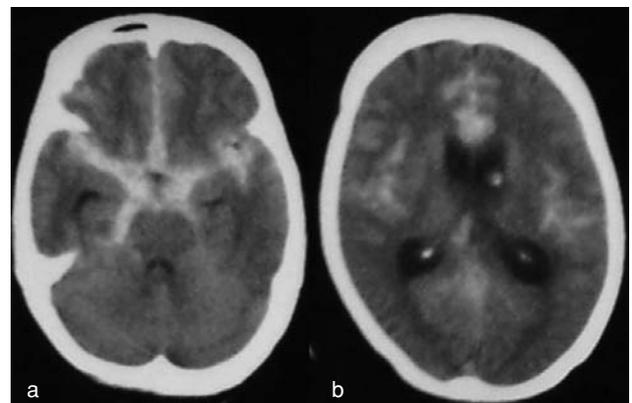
a・b：症例2の発症時（急性期）の脳CT写真。
